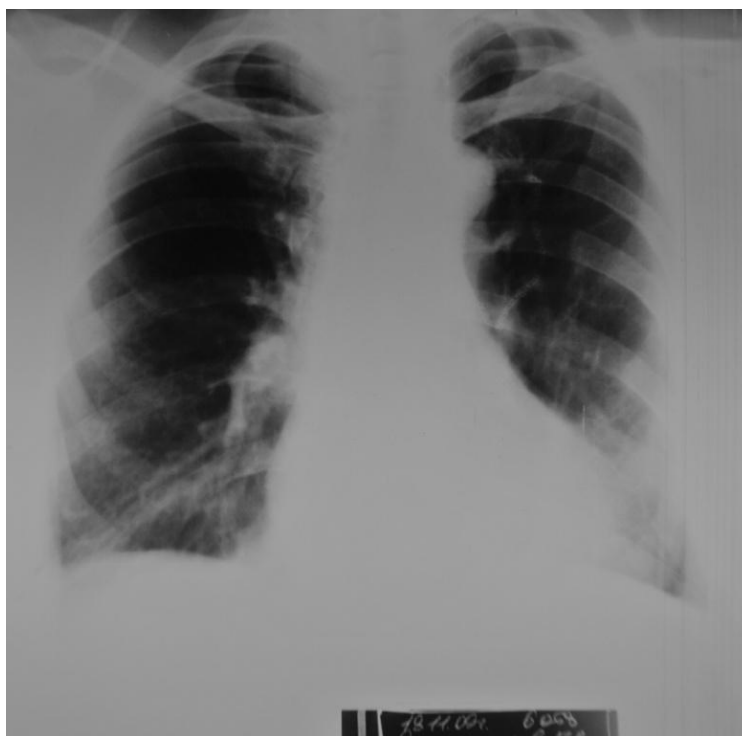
Обзорная рентгенограмма легких больного С. на момент выписки из стационара (через 4 мес. после операции). Левое оперированное легкое расправлено, в легких без очагово-инфильтративных изменений.
